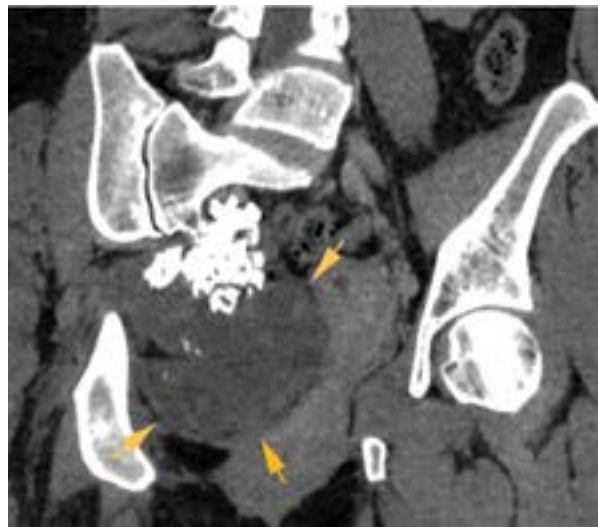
КТ-реконструкція, фронтальна площина. Візуалізується кістково-хрящовий екзостоз на ніжці правої бічної маси крижі, з наявністю периферичного крупного хрящового компонента, що відтісняє органи малого тазу. Стрілками на зображенні вказано хрящовий компонент
